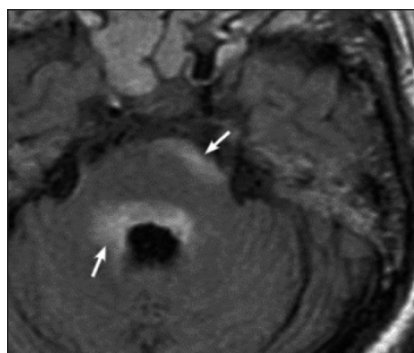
Периепендимальные поражения ствола мозга (моста) при ЗСОНМ (стрелки). МРТ в режиме T2-FLAIR
